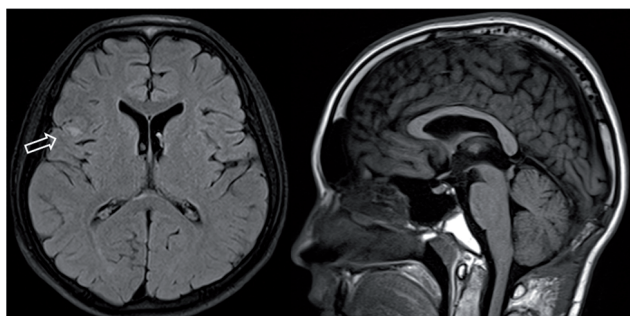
МРТ исследование проведенное через 3 месяца после проведенной лучевой терапии.
